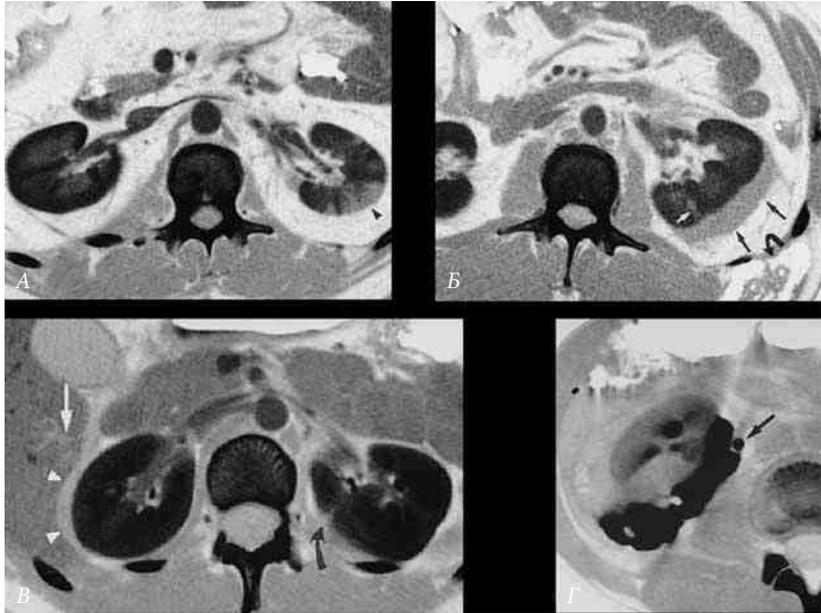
Компьютерные томограммы различных травм почек
